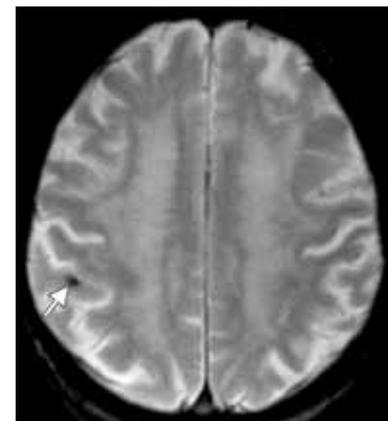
Microsaignement pariétal droit visualisé en IRM (séquence T2*) chez une femme de 99 ans.
